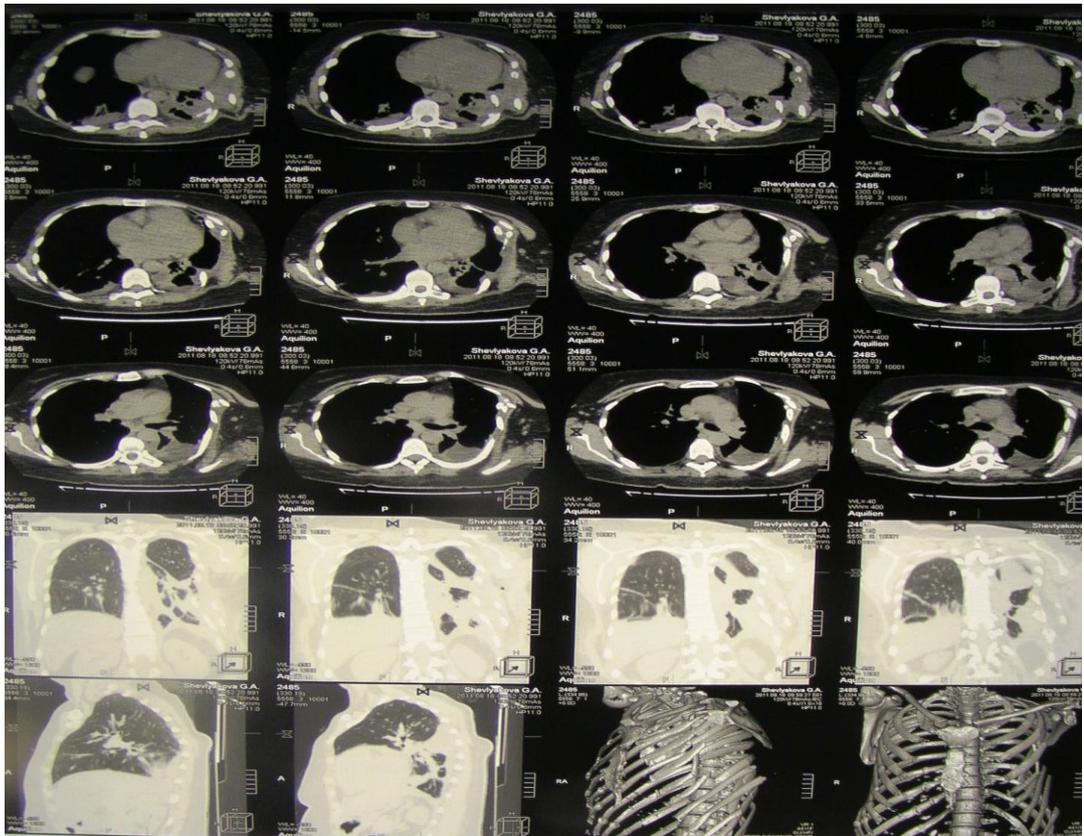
Компьютерная томография органов грудной клетки у больной Ш.: переломы III, IV ребер слева, пневмогемоторакс слева
